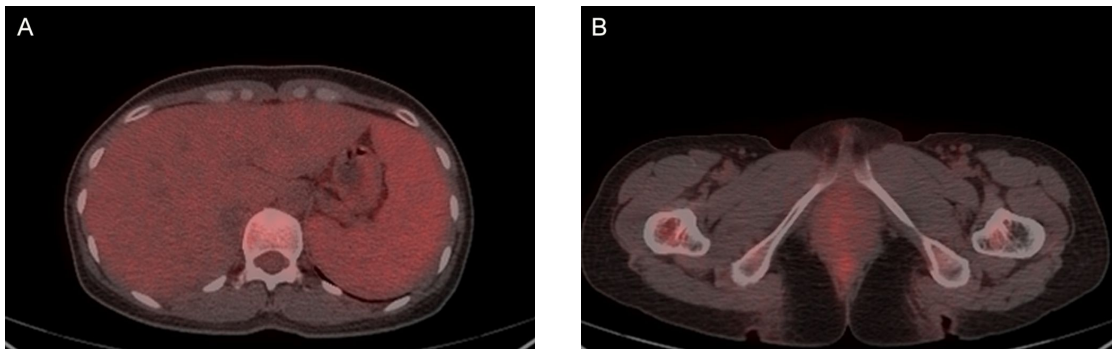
Positron emission tomography/computed tomography demonstrates diffuse FDG uptake in spleen (A) and femur (B).
